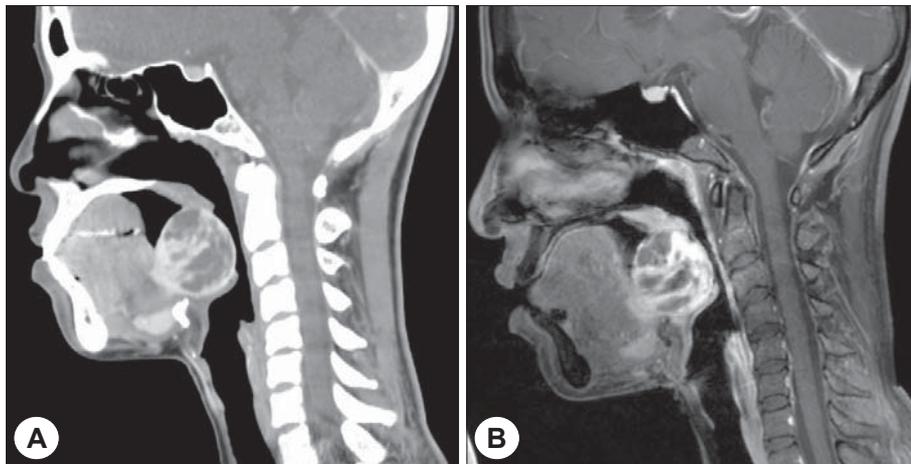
Contrast-enhanced neck CT(A) and T1-weighted MR with enhancement(B) shows a 4×3.5×3.5 cm well defined multiseptated cystic mass and septal enhancement with some solid portion in oropharynx and a 1.7×0.9 cm nodular enhancing lesion in hyoid region.
